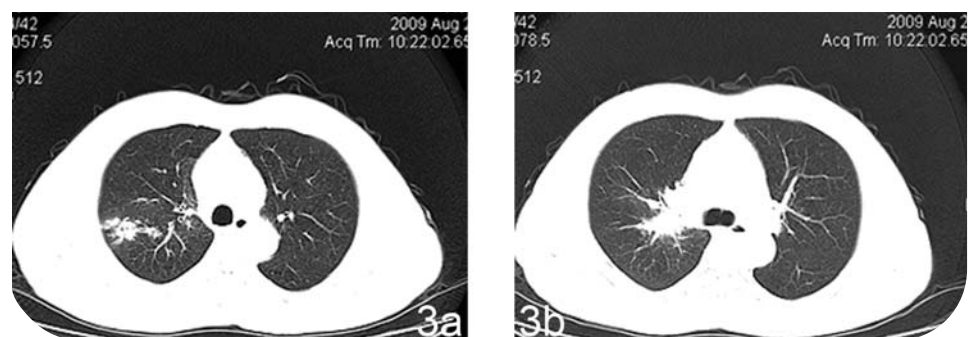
а,б. Компьютерная томография легких. Появились метастазы в верхней доле правого легкого, увеличился в размерах метастаз в корне правого легкого, резко сужен просвет верхнедолевого бронха
